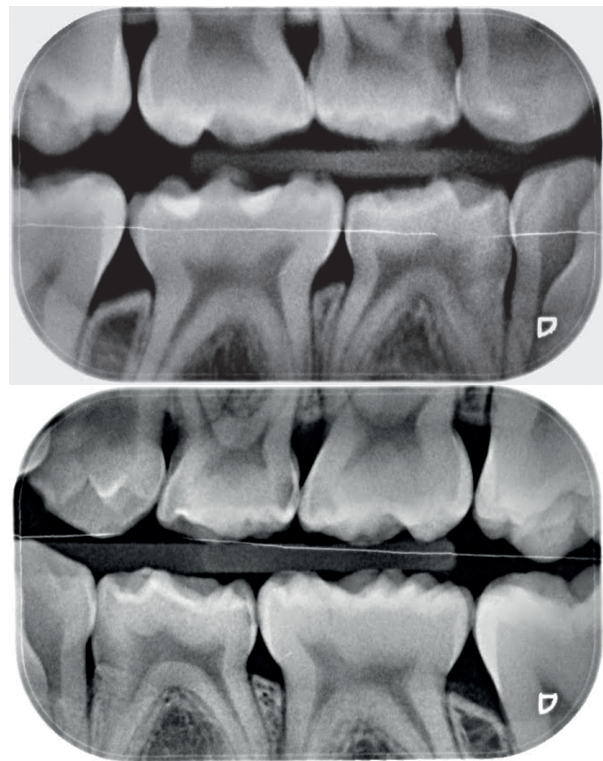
Bitewing radiographs.
